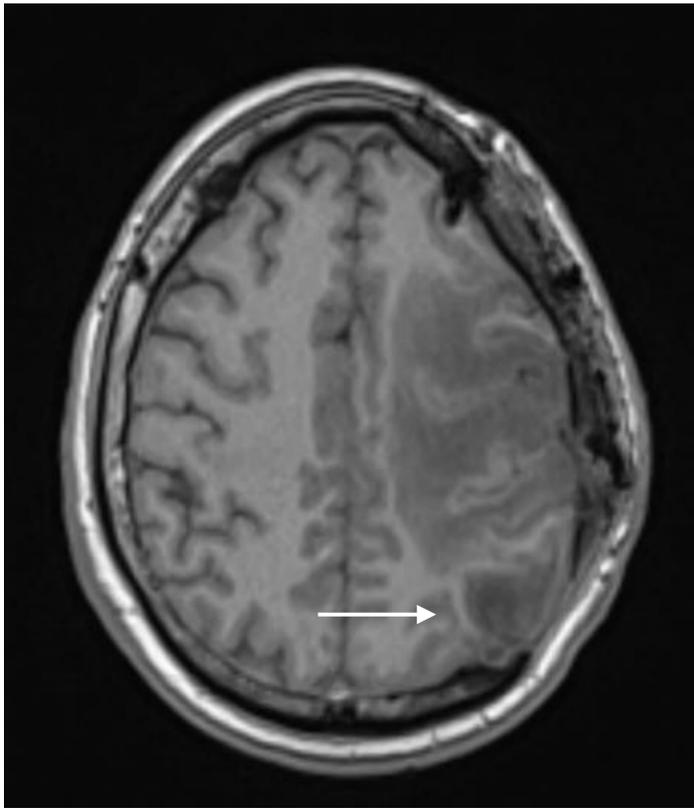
RM secuencia T1.
